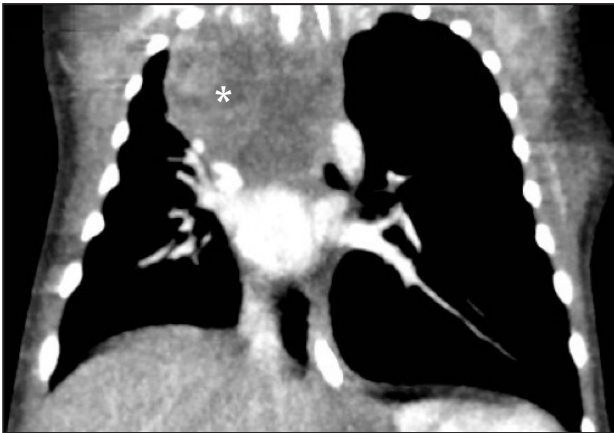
Tomografia axial computada toràcica amb contrast en què es visualitza una massa en mediastí medià amb àrees hipodenses (necroticoquística), sense calcificacions (*). La massa provoca efecte massa amb compressió d'estructures adjacents.
